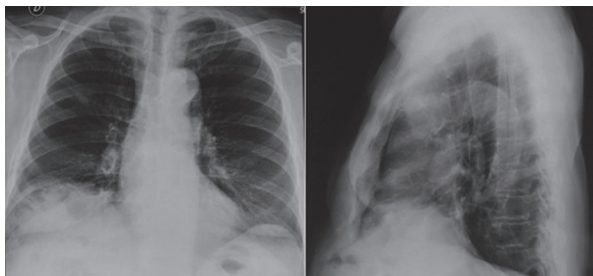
Radiografía del paciente con signo de Chilaiditi.
